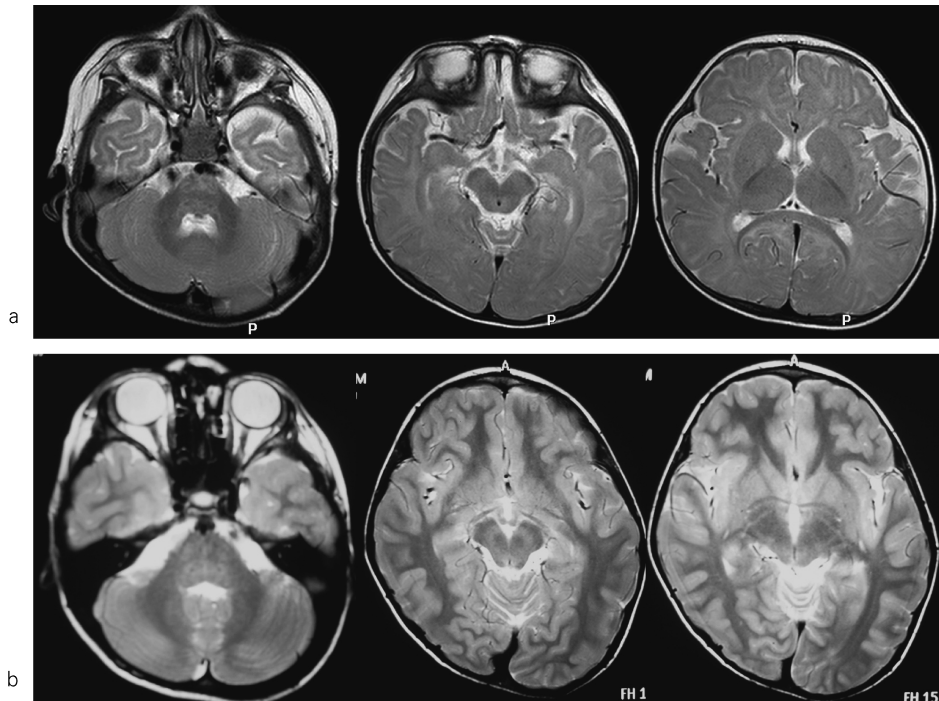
Normal brain aging on T2-weighted image on 3T
